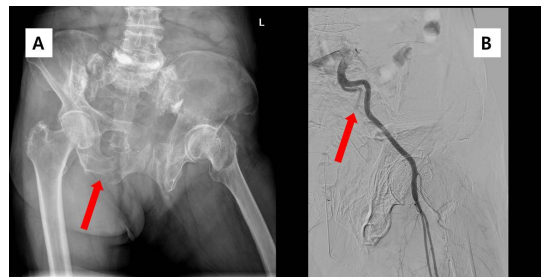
(A) Pelvic fracture was shown in simple pelvic radiography (red arrow). (B) Internal iliac artery embolization (red arrow) was done and computed tomography (CT) scan was omitted.
